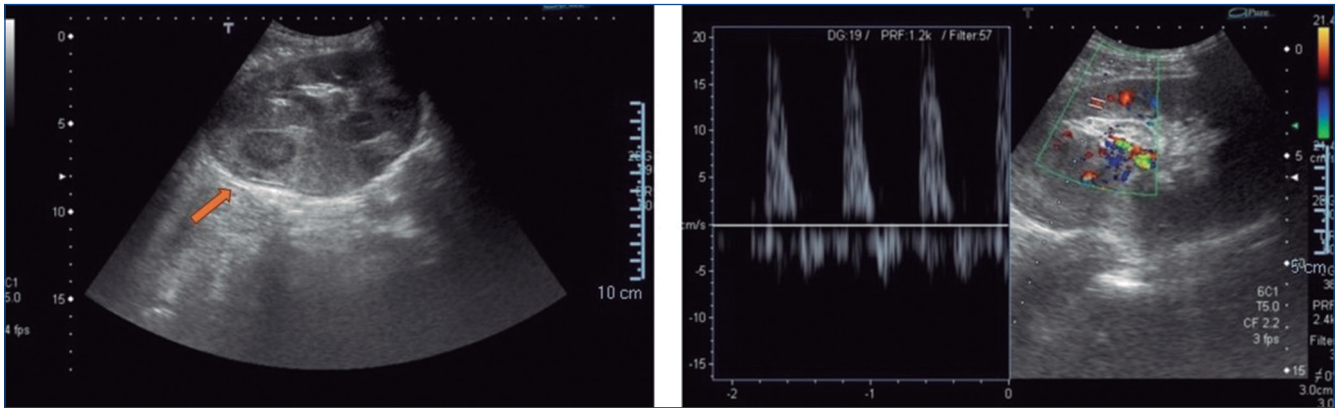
Ecografía Doppler. Hematoma subcapsular en polo superior del injerto renal con inversión del flujo diastólico en registro espectral.
